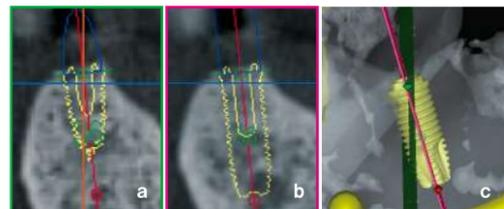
a: 従来からの頬舌側に垂直なCT断面。傾斜したインプラント体の一部しか見えない。b: 十河の発想した元祖「インプラント断面」。インプラント体全体が把握できる。c: 3Dにおける両断面の傾斜の比較画像。
